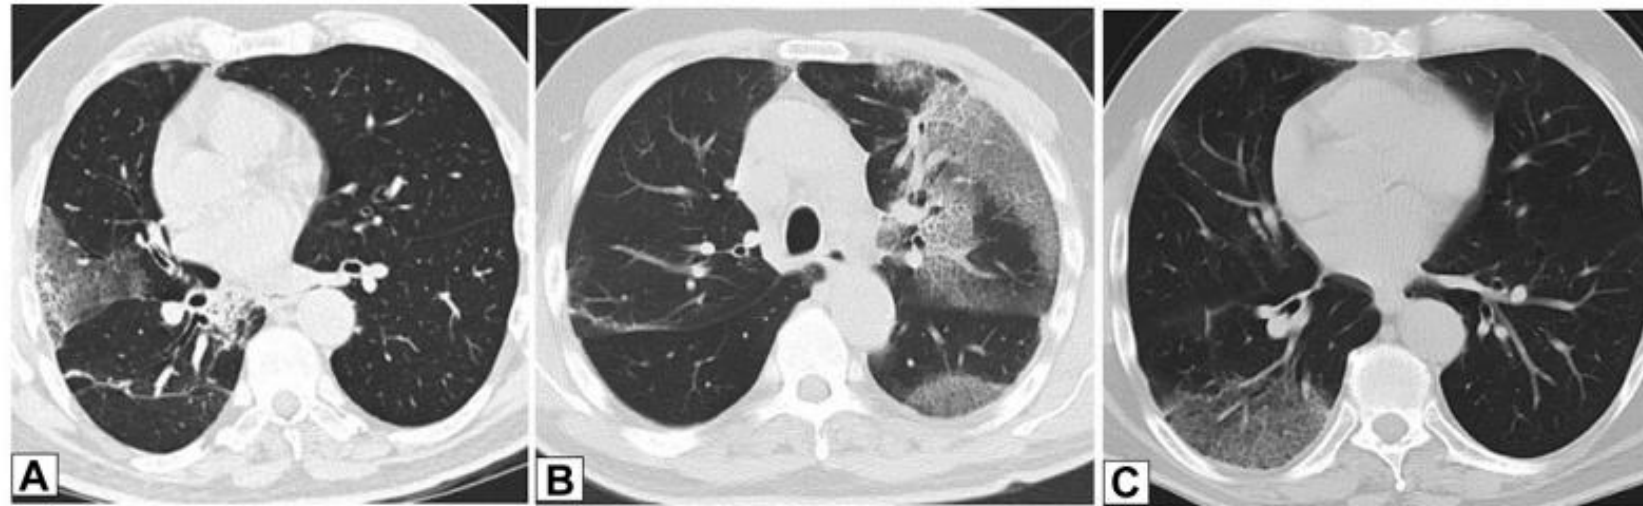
A-C, Migratory manifestation of organizing pneumonia (OP). Axial unenhanced CT scans were obtained in a 71-year-old man with dyspnea on exertion, the same patient as in [Figure 4](#). The CT scanning sections, which correspond with [Figures 4A](#), [4B](#), and [4C](#), respectively, show that foci of consolidation on the chest radiographs in this case are due to migratory foci of ground-glass opacification with interlobular septal thickening and intralobular lines (crazy paving). Surgical lung biopsy results were consistent with OP.
